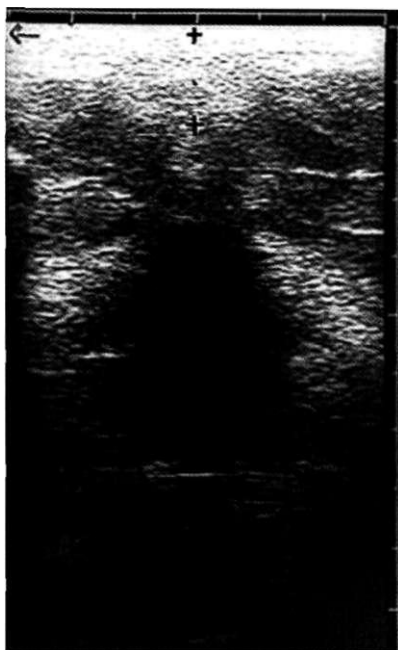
Промежуточная форма атрезии прямой кишки. УЗИ промежности.
